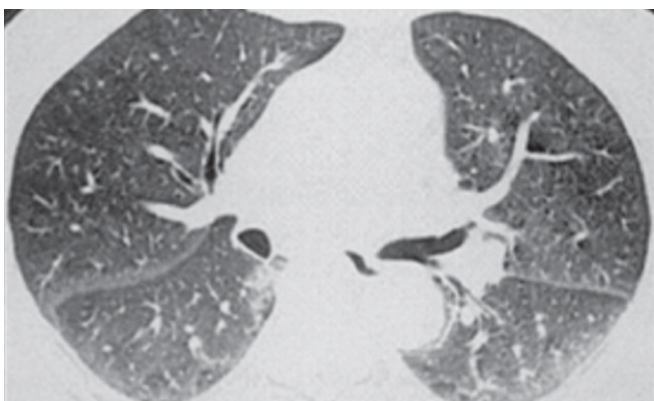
Tomografia computadorizada de alta resolução tórax evidenciando reticulação periférica, bronquiectasias de tração e áreas de opacificação em vidro despolido.
